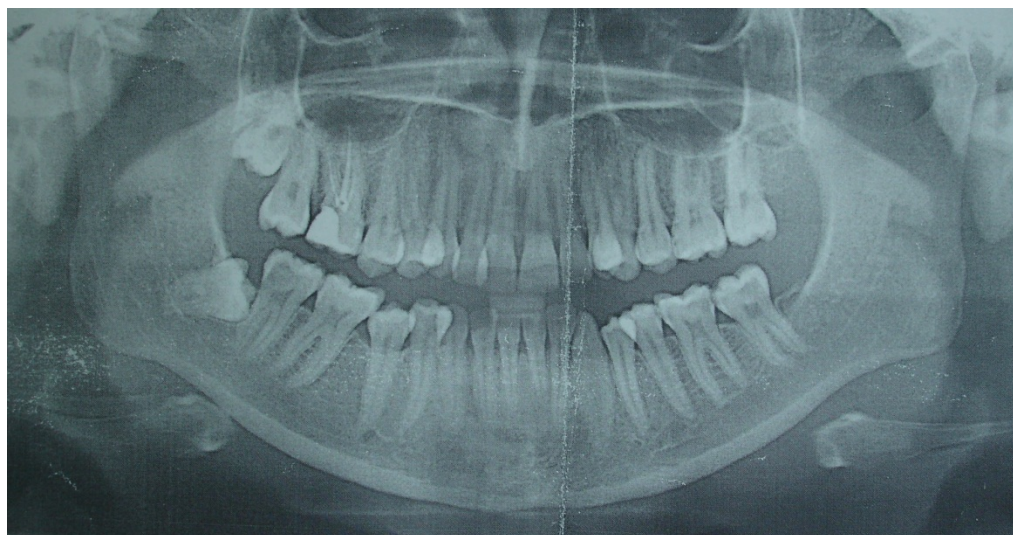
Ортопантомограмма пациентки К.А.
